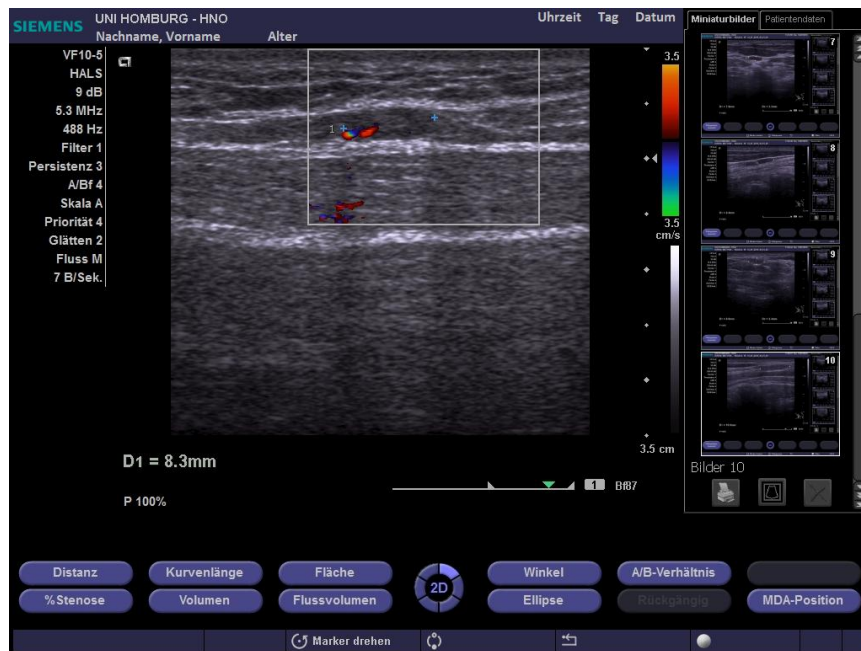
Duplexsonographie eines Lymphknotens mit Darstellung einer korrekt angepassten Verstärkung. Die Markierung stellt die Messpunkte eines Lymphknotens dar (D1= 8,3mm).
